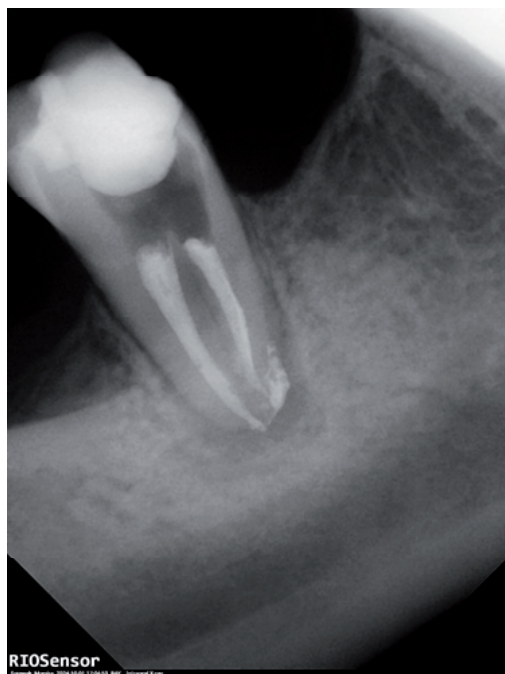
X-ray of tooth 47 – initial state, before endodontic
